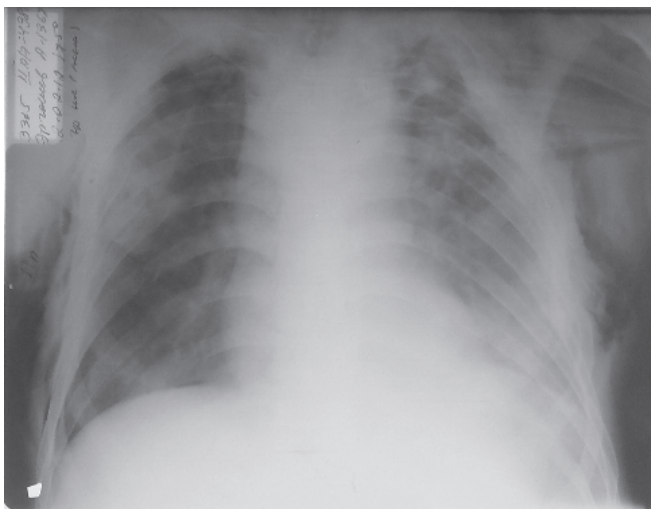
Рентгенограмма грудной клетки: подкожная эмфизема.
